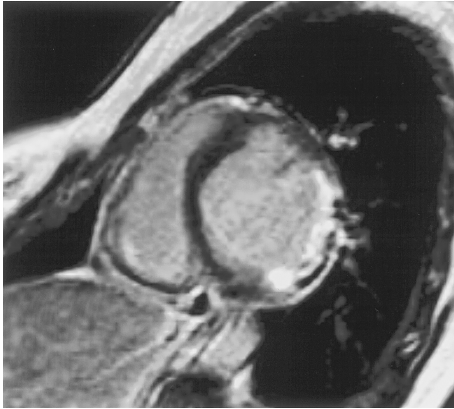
Late enhancement of infarcted area. T1-weighted image after Gd-DTPA with inversion recovery revealed high signal intensity at inferior-posterior region.
